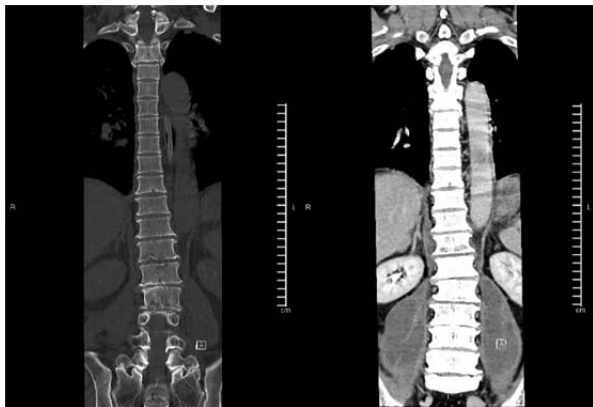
CT lumbar spine shown multiple large intramuscular abscesses at right sided prevertebral muscle and bilateral psoas muscles.
